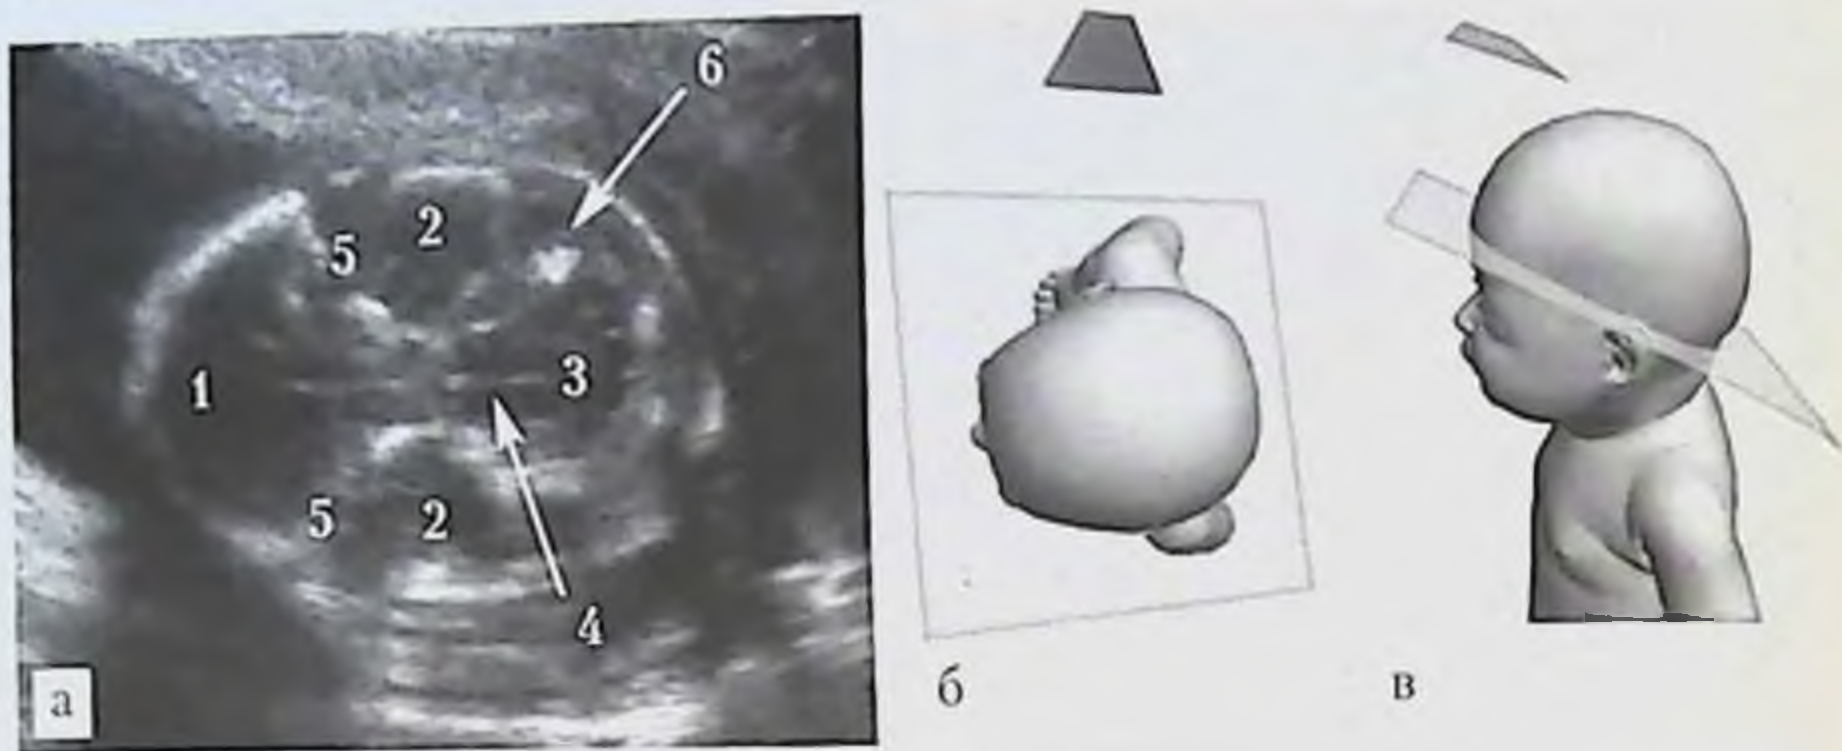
УЗИ головы плода, поперечная плоскость через основание черепа: *а* — эхограмма головы плода (трансабдоминальный доступ со стороны правой височной кости): 1 — передняя черепная ямка, 2 — средняя черепная ямка, 3 — задняя черепная ямка, 4 — базилярная артерия, 5 — большое крыло основной кости, 6 — пирамида височной кости; *б, в* — схемы расположения датчика, головы плода и ориентации плоскости сканирования.
